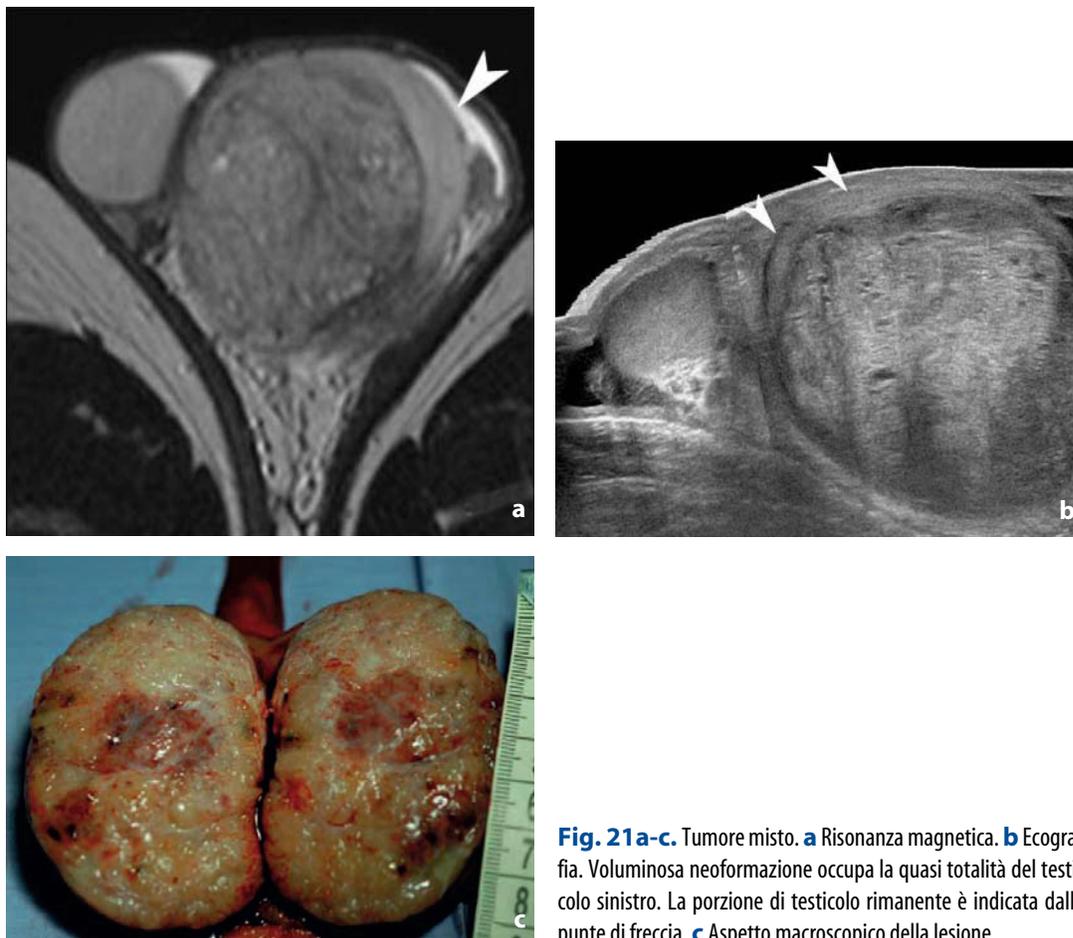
Tumore misto. a Risonanza magnetica. b Ecografia. Voluminosa neoformazione occupa la quasi totalità del testicolo sinistro. La porzione di testicolo rimanente è indicata dalle punte di freccia. c Aspetto macroscopico della lesione
